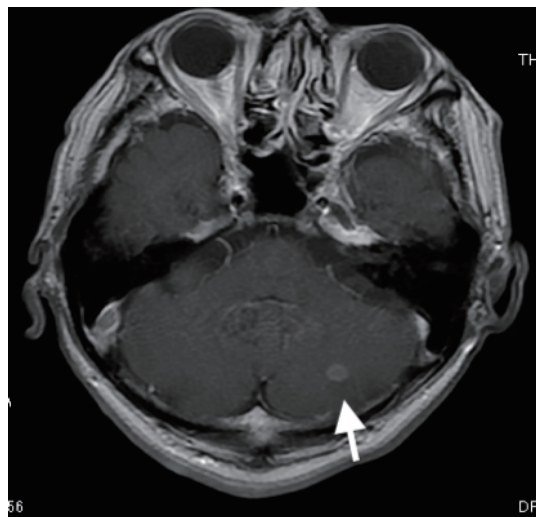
MRI showing left cerebellar metastasis (arrow).
